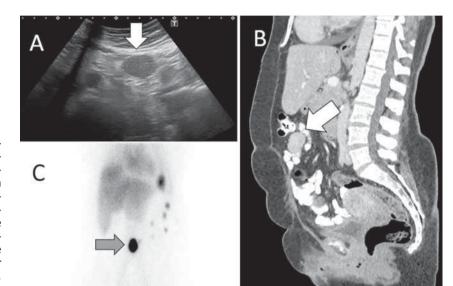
A) Ecografía abdominal, en la que se aprecia un nódulo sólido (flecha). B) TC con contraste que muestra el nódulo en el peritoneo, a la altura del ombligo (flecha). C) Gammagrafía con hematíes desnaturalizados marcados con tecnecio-99, que confirma la existencia de varios focos de tejido esplénico dispersos por el peritoneo abdominal, el mayor paraumbilical (flecha).
